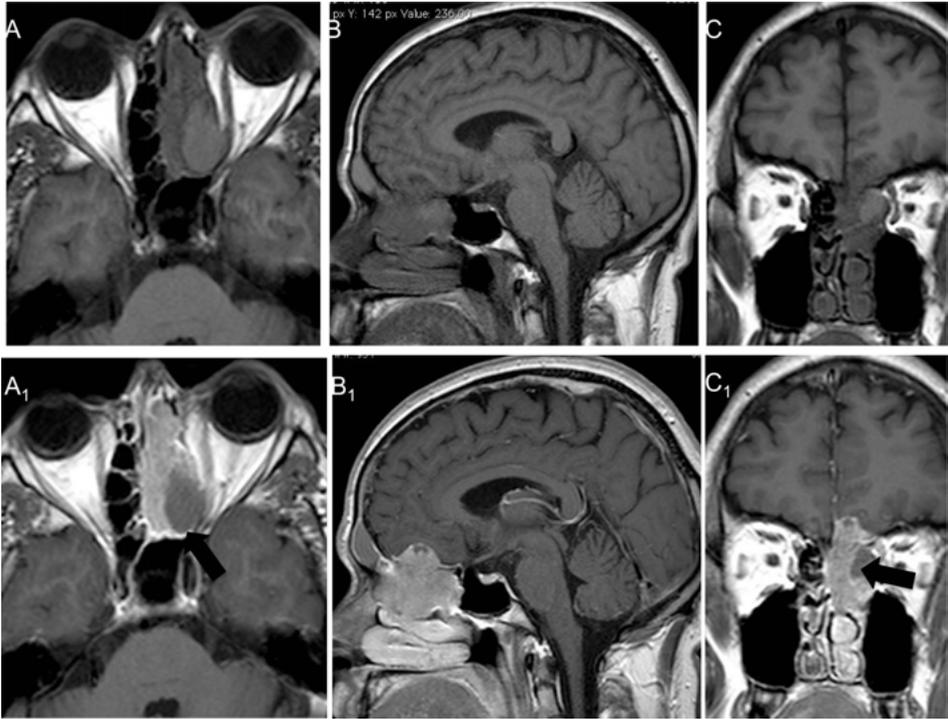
RM sequenze T1 dipendenti assiale (A), sagittale (B) e coronale (C) prima e dopo MDC paramagnetico nelle medesime sezioni (A₁, B₁, C₁). Voluminosa neoformazione del seno etmoidale di sinistra estesa caudalmente alla cavità nasale ed alla regione endocranica fronto-basale omolaterali. Intensa impregnazione dopo MDC paramagnetico con circoscrizione di un'area necrotico-cistica laterale (freccia nera in A₁ e C₁). Estesa erosione dei piani ossei indicante la natura maligna della lesione. L'interpretazione in senso carcinomatoso venne smentita dalla valutazione isto-patologica che mostrò un tumore originante dalla mucosa sensoriale della cavità nasale di sinistra, estesioneuroblastoma.
